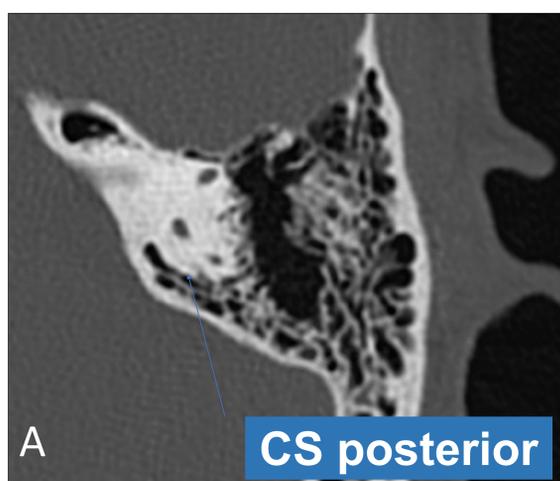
Imágenes de TC de oído en plano axial en las que se señala el conducto el canal semicircular posterior (A), anterior (B) y lateral (C). CS: *canal semicircular*.
